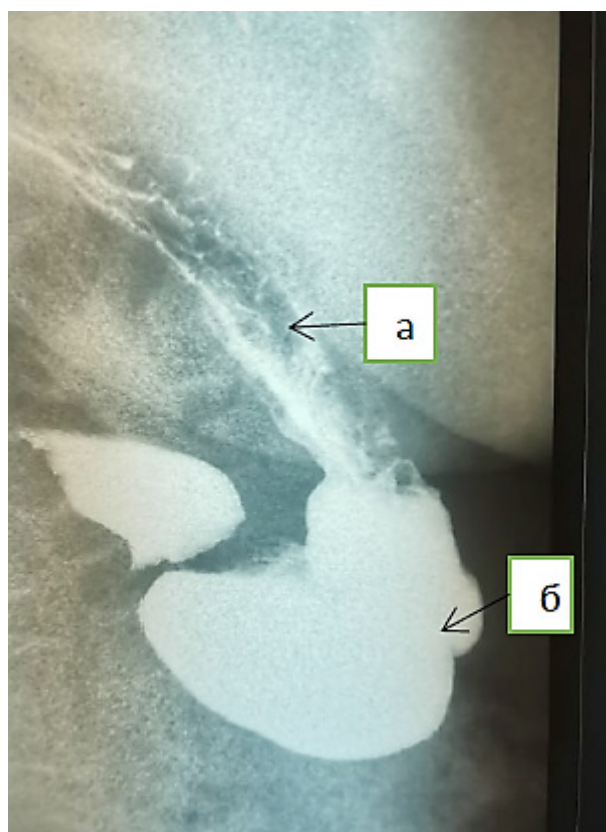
Рентгенограмма пищевода и желудка больной Х, 60 лет, через 12 лет после операции (а – диафрагма, б – желудок).
